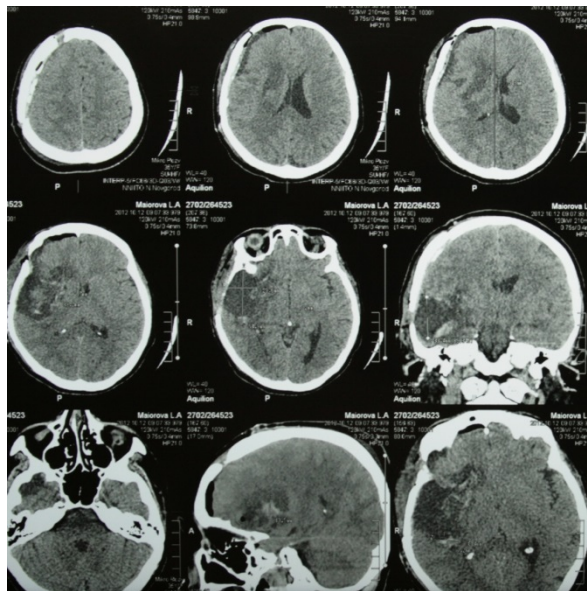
КТ больной М от 12.10.14 – послеоперационная киста в зоне операции, суржигель в ложе опухоли
